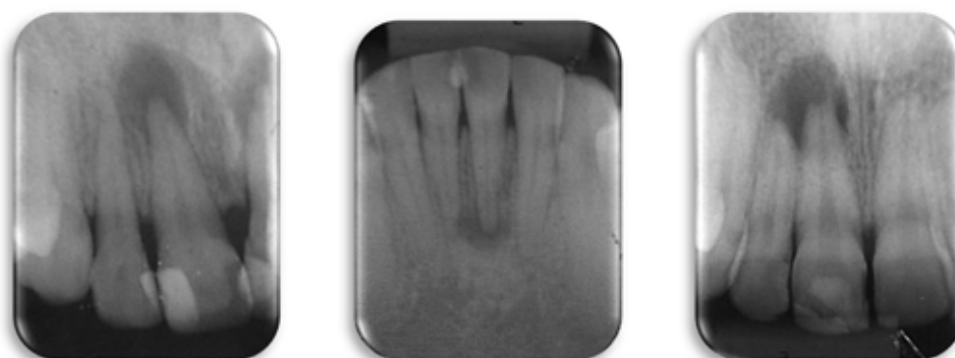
Radiografias iniciais de dentes selecionados para o estudo onde podem ser observadas lesões periapicais primárias.
